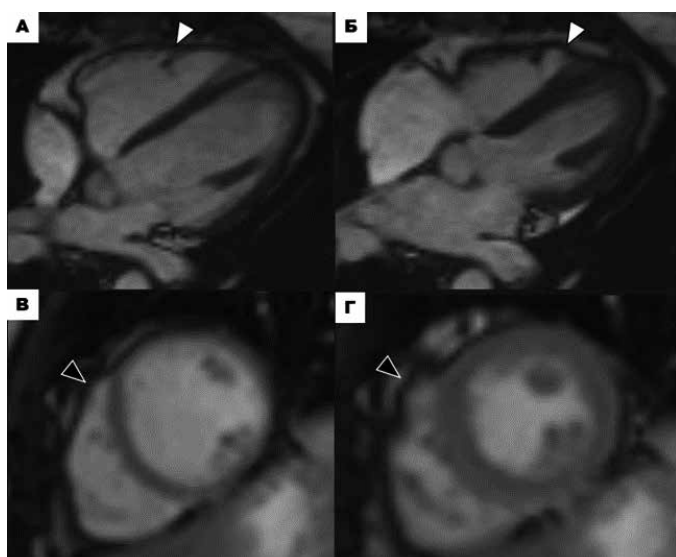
МРТ сердца пациента № 840. Кино-изображения сердца в четырёхкамерной проекции в конечно-диастолическую (А) и конечно-систолическую фазу (Б), в проекции по короткой оси в конечно-диастолическую (В) и конечно-систолическую фазу (Г). Микроаневризмы боковой и передней стенок ПЖ (А, Б – белые головки стрелок, В, Г – чёрные головки стрелок), врожденный анатомический вариант.
